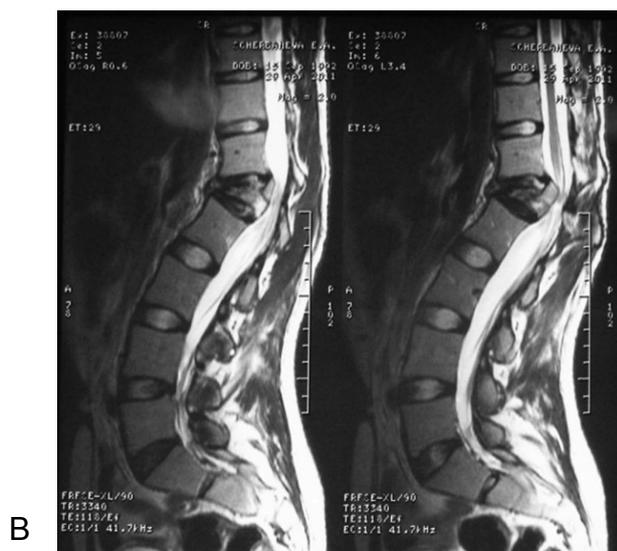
Рентгенограммы, КТ и МРТ больной Ш., 19 лет.
